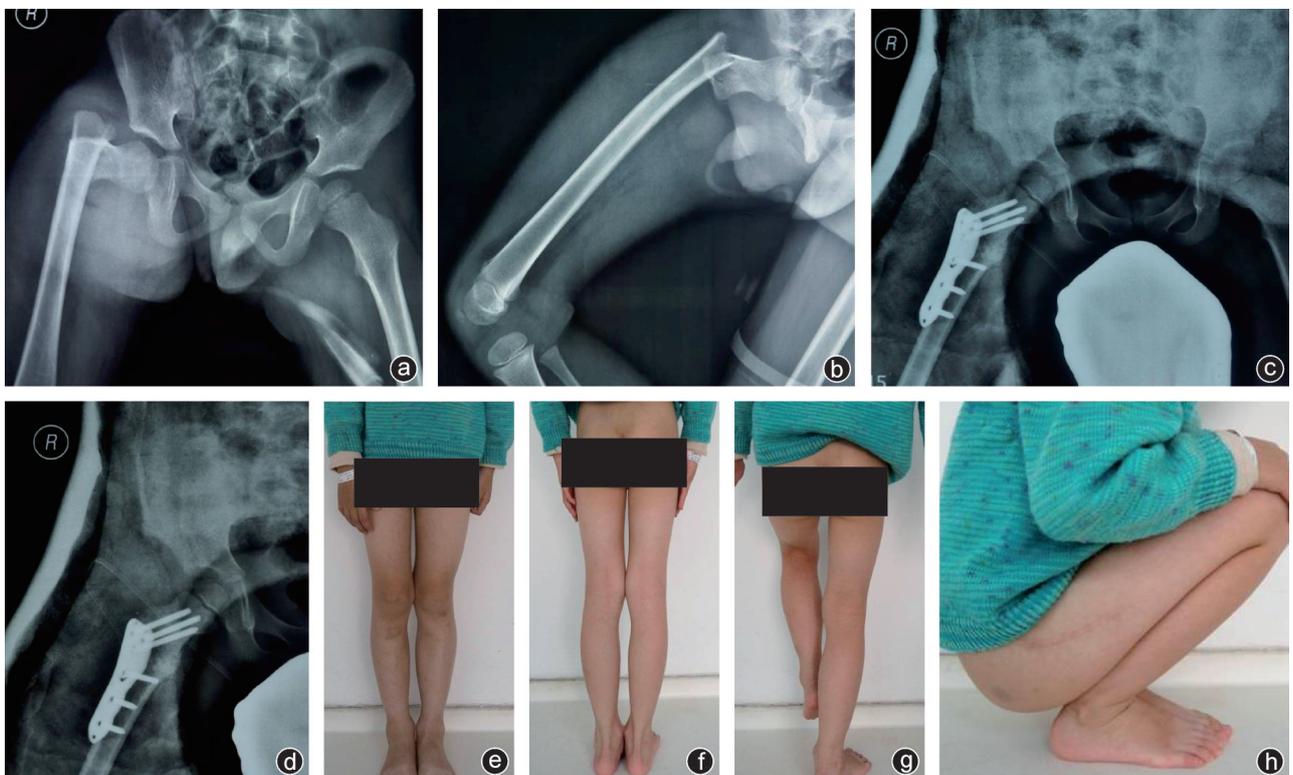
患儿,男,6岁,右股骨转子下骨折,采用接骨板内固定术治疗 a、b:术前正侧位X线片示右股骨转子下骨折;c、d:切开复位钢板固定;e~h:术后外观照,髋、膝关节活动功能正常
